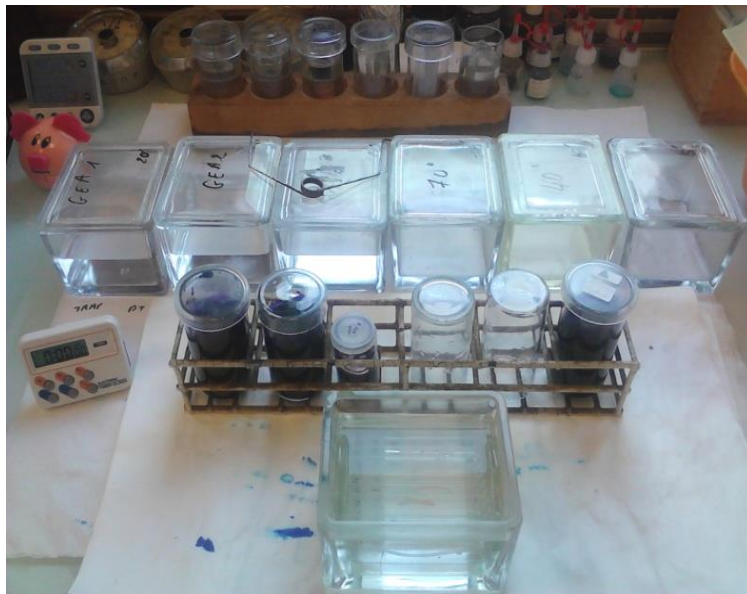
Kit de coloración para azul de toluidina (BT).
